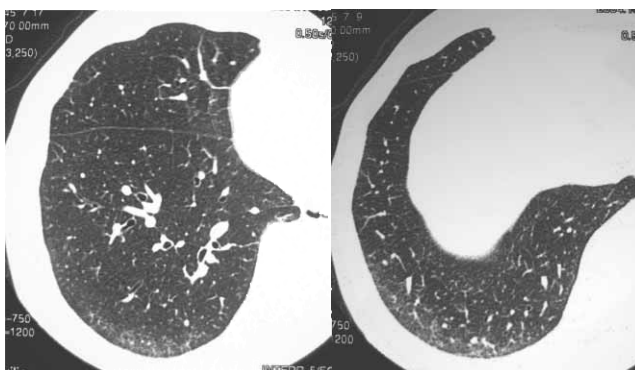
Chest HRCT showed ground-glass opacities in lower lobe.
